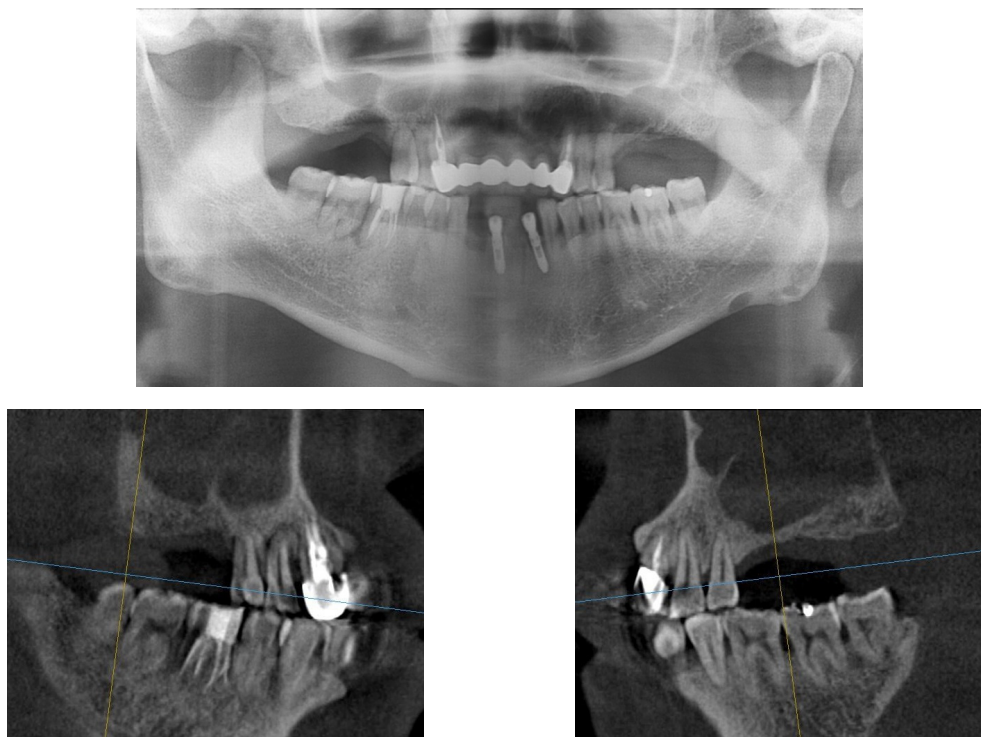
Initial panoramic radiograph and CT scan. Haziness in both maxillary sinus (Case #2).
